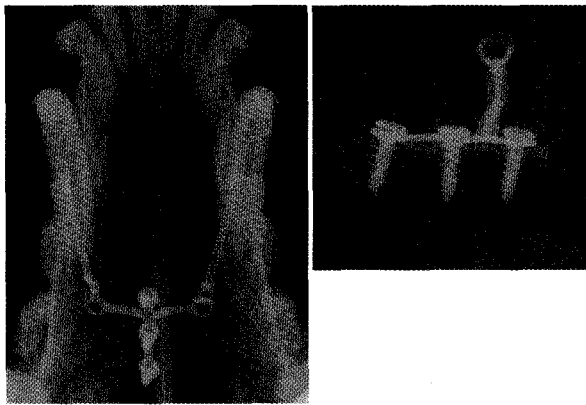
Radiographic views of appliance immediately after implantation
